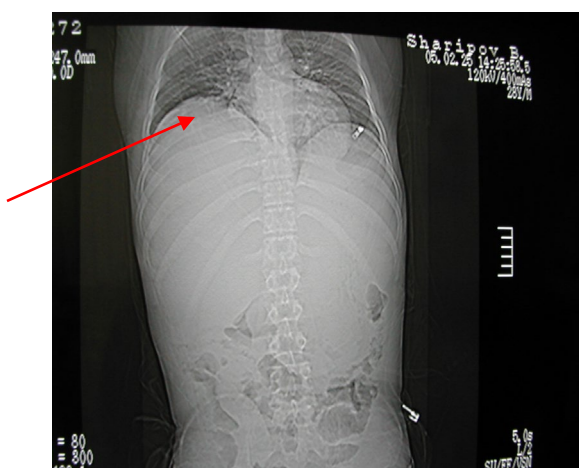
КТ печени. Вдавление контуров диафрагмы
